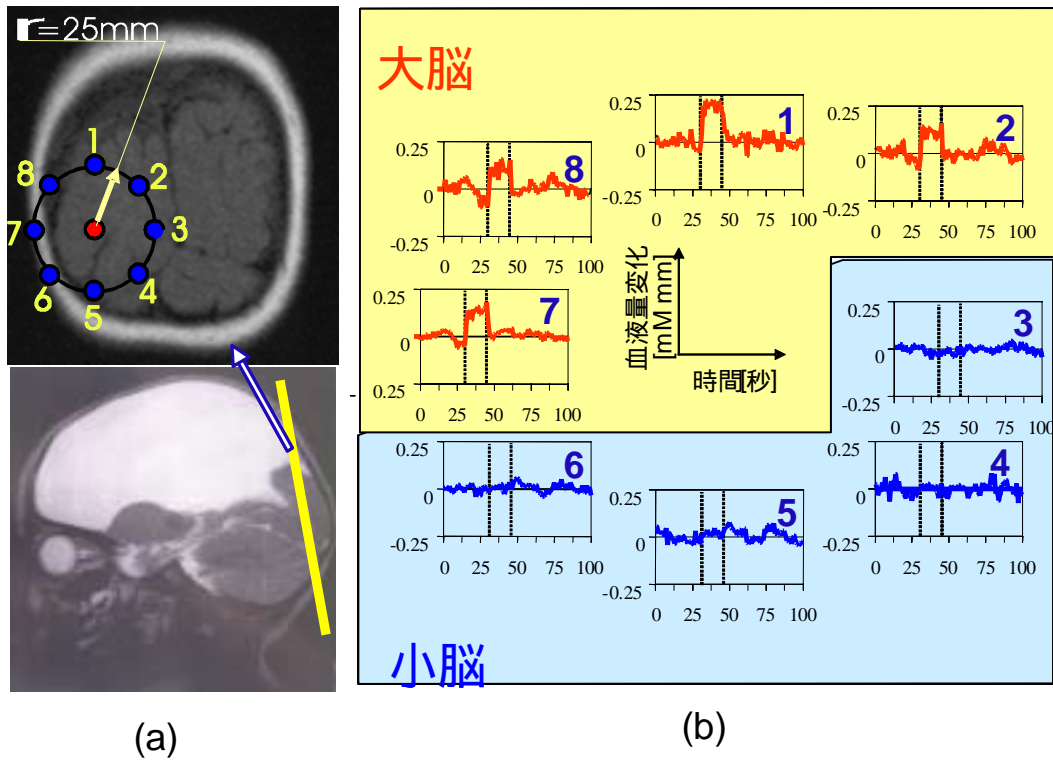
周産期の胎盤剥離による大脳未形成児(1歳)の脳機能計測: (a) 上図は、光ファイバーの配置を後頭部のMRI画像上に表示したもの。赤丸が光を照射した位置で青丸が光を検出した位置。下図は、矢状断のMRI画像上に、黄色線で上図画像の撮影位置を示したもの。(b) 脳波診断で使用される白色の点滅光(18 Hz)を見せたときの血液量変化の時間波形。たての2本線が点滅光を見せた期間。(小暮医院・小暮久也氏との共同研究)
